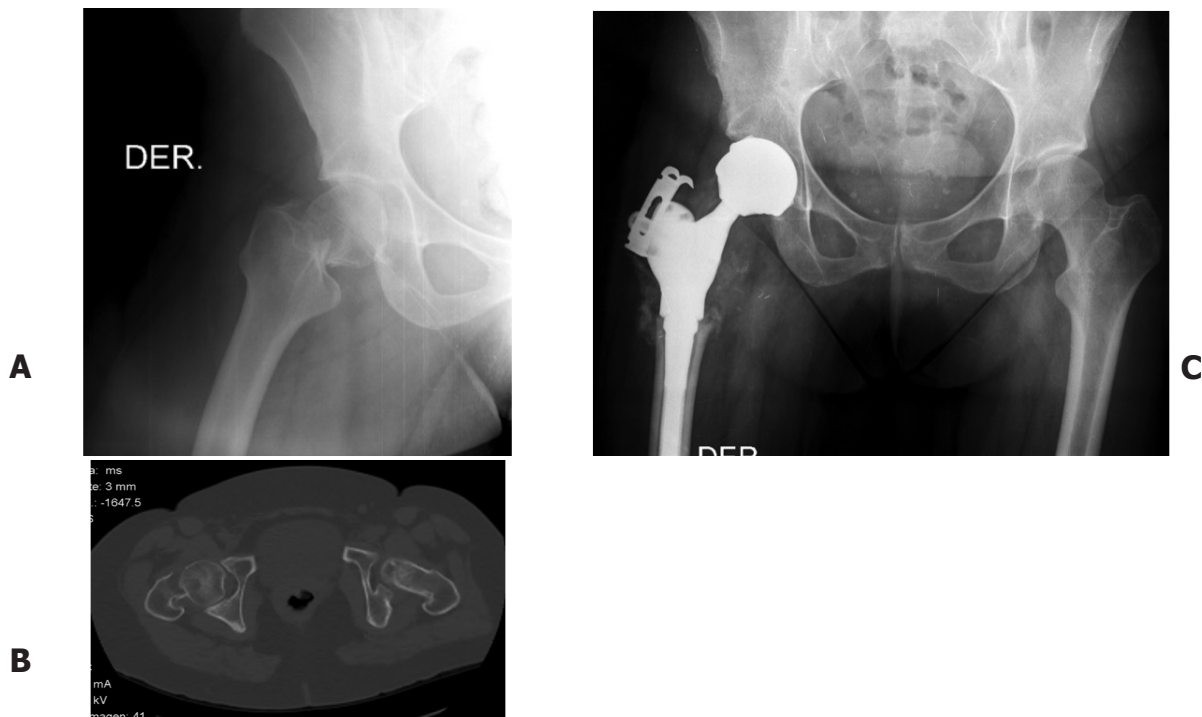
Carcinoma de mama con metástasis en fémur proximal tratada mediante prótesis tumoral. A: Rx previa. B: Planificación por TAC. C: Rx postquirúrgica.
